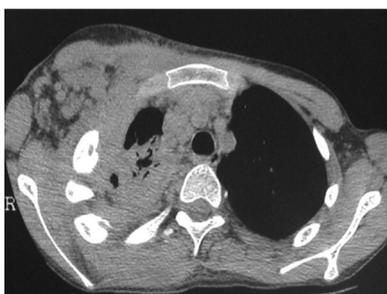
КТ грудной клетки через 3 недели. Выявляется отрицательная динамика в виде увеличения объема инфильтрации в верхней доле правого легкого, появления новых очагов костной деструкции в передних отделах верхних правых ребер, а также появления инфильтрации мягких тканей передней поверхности правой половины грудной клетки.
